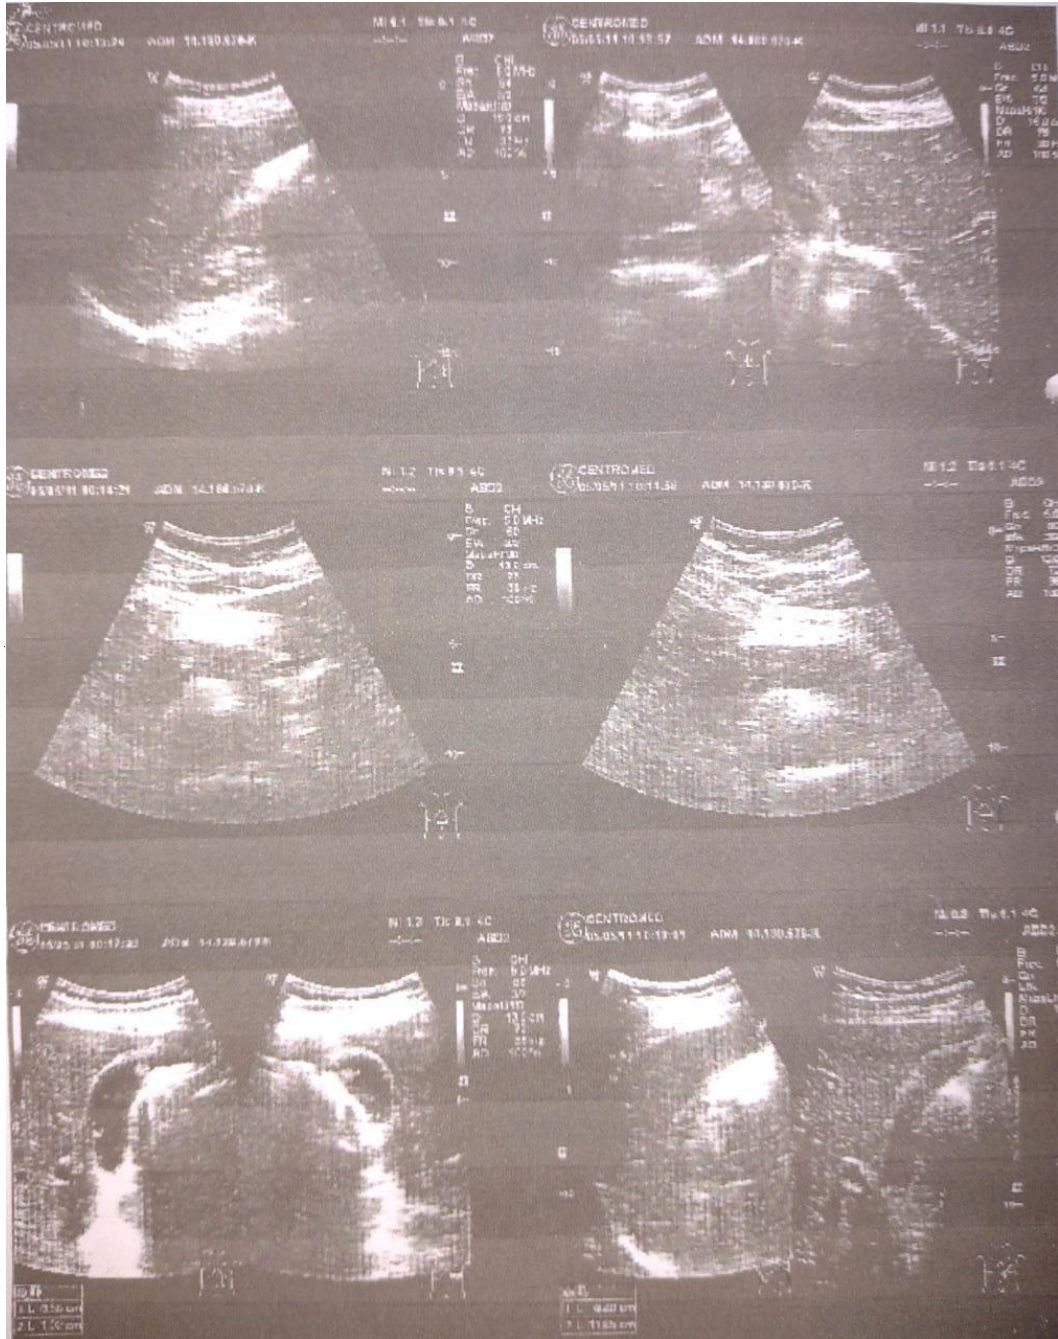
Imagenes de Ecotomografía Abdominal con Pólipos Vesiculares, en Vesícula Biliar ubicada en hipocondrio izquierdo.
